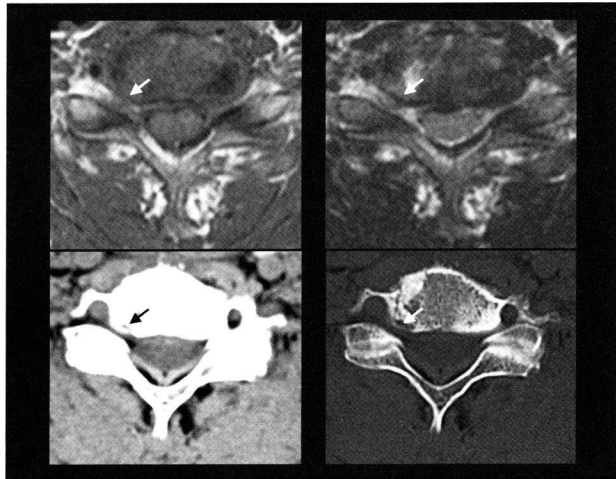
術後の頸椎MRI axial像 (上段: 左: T1WI、右: T2WI) と頸椎CT axial像 (下段: 左: plain、右: bone window) ヘルニア塊が除去され (↓)、椎間孔の狭窄も改善が認められる。
